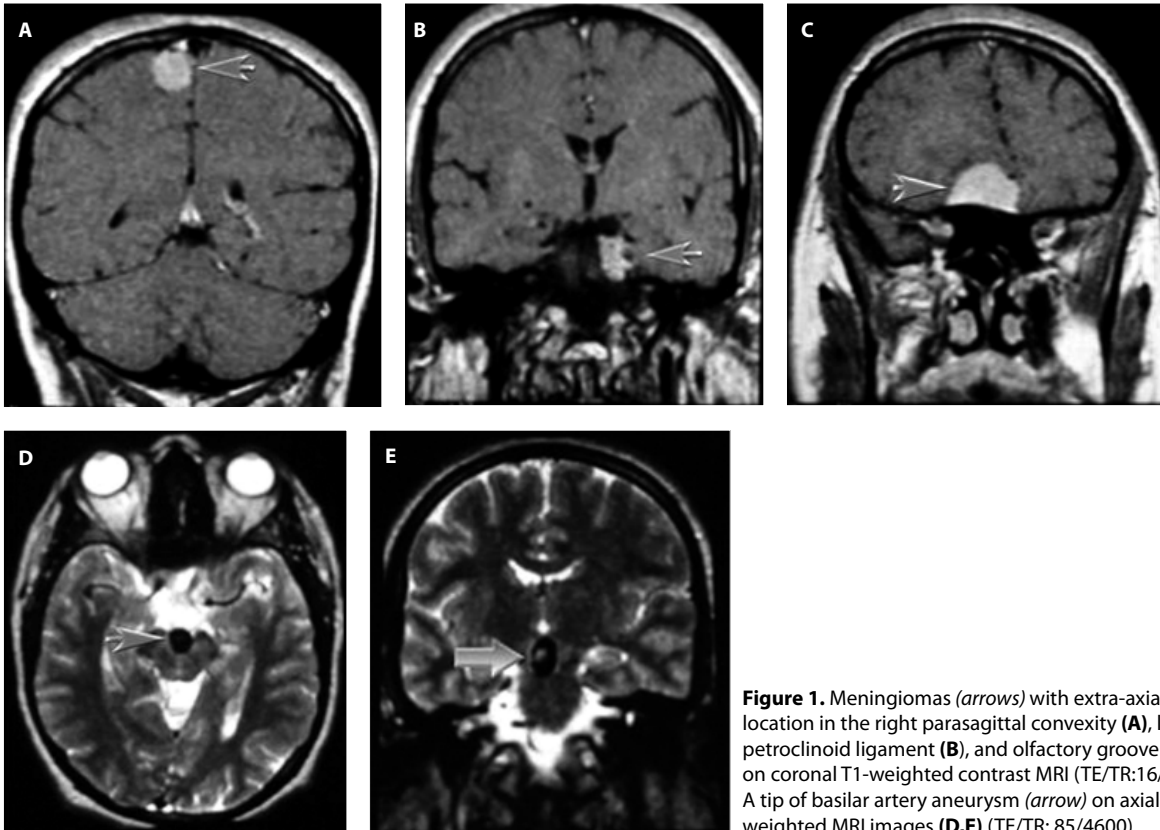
Meningiomas (arrows) with extra-axial location in the right parasagittal convexity (A), left petroclinoid ligament (B), and olfactory groove (C) on coronal T1-weighted contrast MRI (TE/TR:16/700). A tip of basilar artery aneurysm (arrow) on axial T2-weighted MRI images (D,E) (TE/TR: 85/4600).
